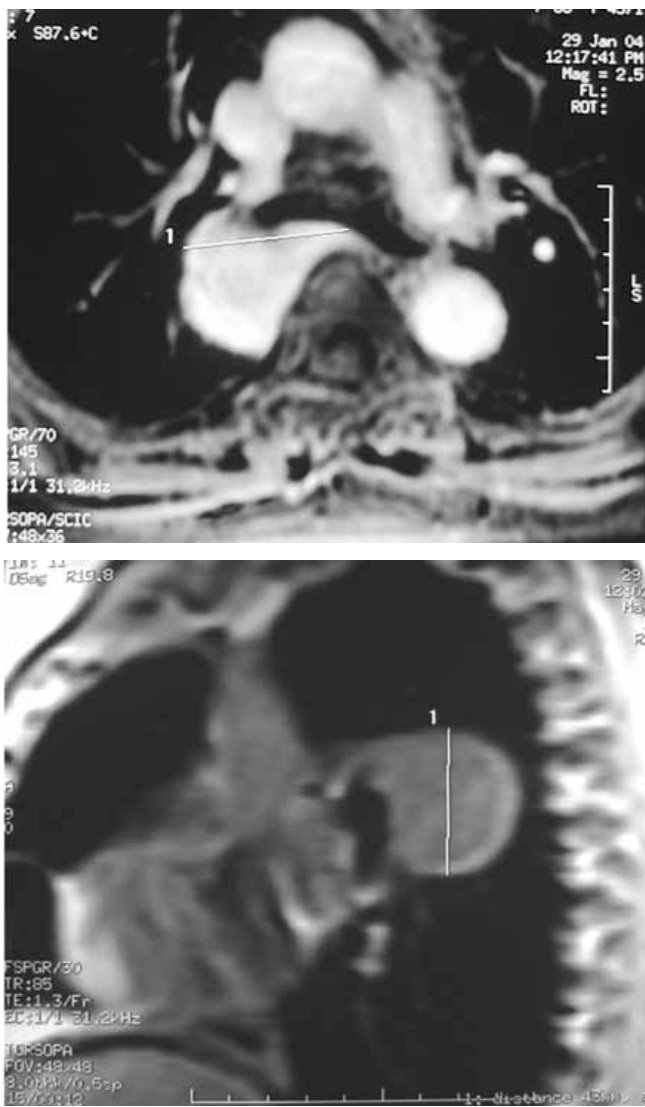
Angioresonancia magnética, planos axial y sagital. Imagen a nivel del receso pleuroacigoesofágico. Dilatación aneurismática de la vena ácigos, se observa con la misma intensidad de señal que las estructuras vasculares.
